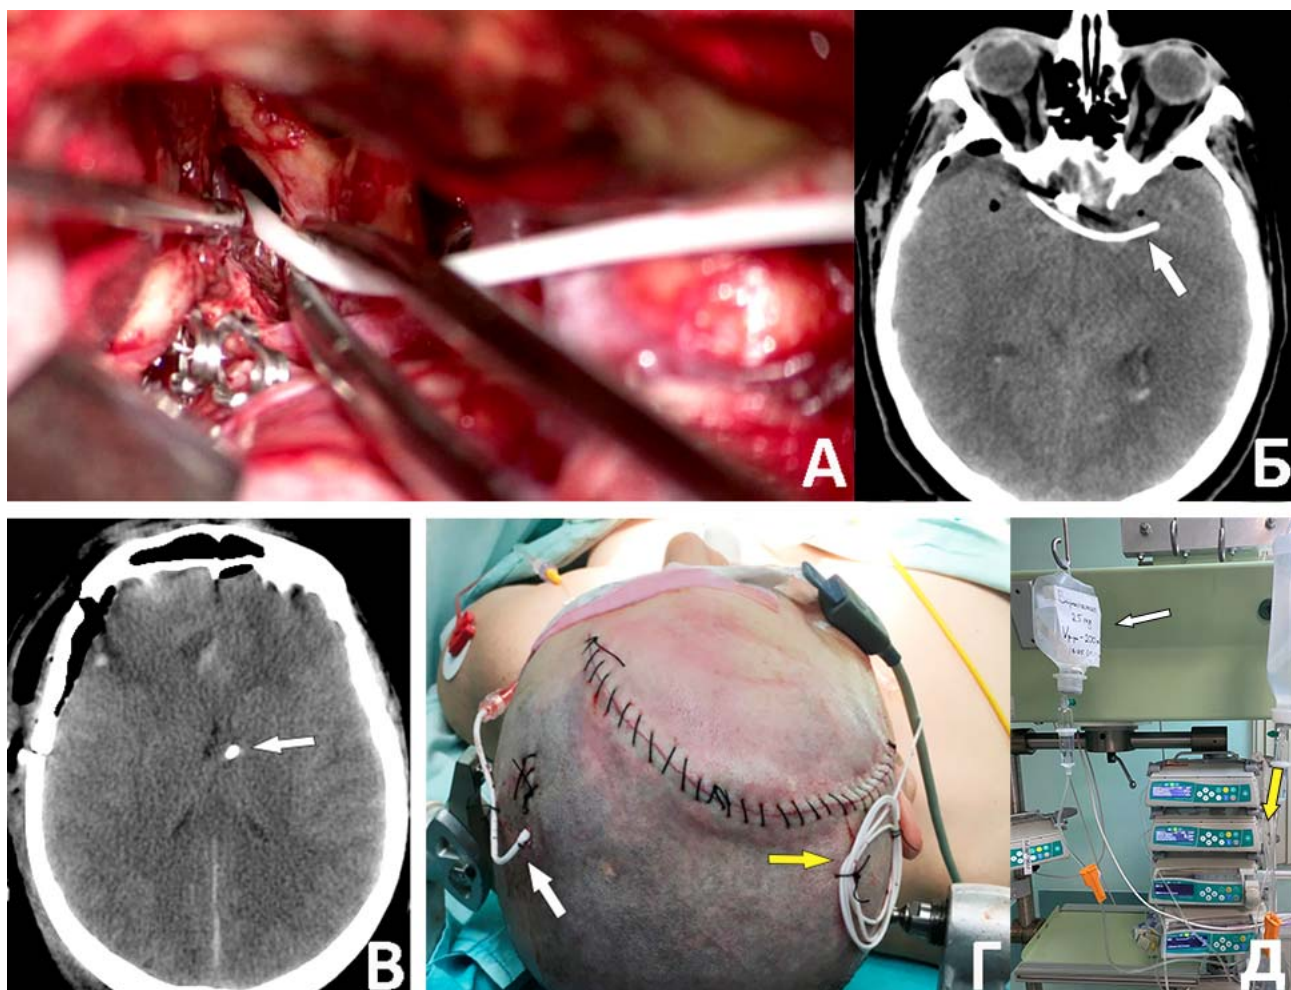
Этапы установки цистернального катетера. А – Интраоперационная фотография процесса установки катетера в контралатеральную (левую) хиазмальную цистерну. Б – КТ-картина установленного катетера (обозначен стрелкой). В – вентрикулярный дренаж в переднем роге правого бокового желудочка (обозначен стрелкой). Г – Картина ушитой послеоперационной раны с выведенным через контрапертуру цистернальным дренажем (обозначен стрелкой). Д – Раствор блокатора кальциевых каналов с капельной системой (вверху, обозначен стрелкой) и его введение через инфузомат (справа, обозначен желтой стрелкой) у постели пациента
